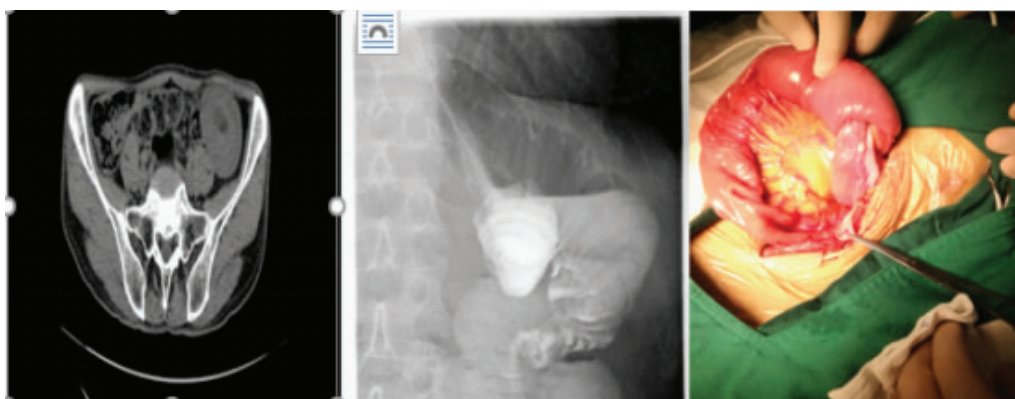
例1病人胃癌根治术后并发肠套叠CT、消化道造影及术中情况
